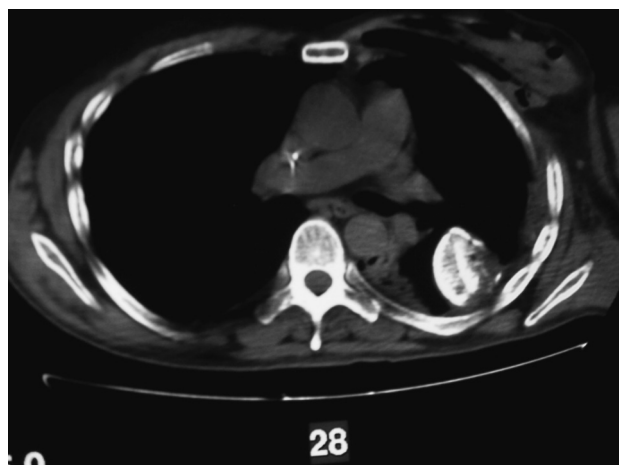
Tomografía computarizada torácica, en la que se observa el fragmento humeral localizado en el interior del parénquima pulmonar.
